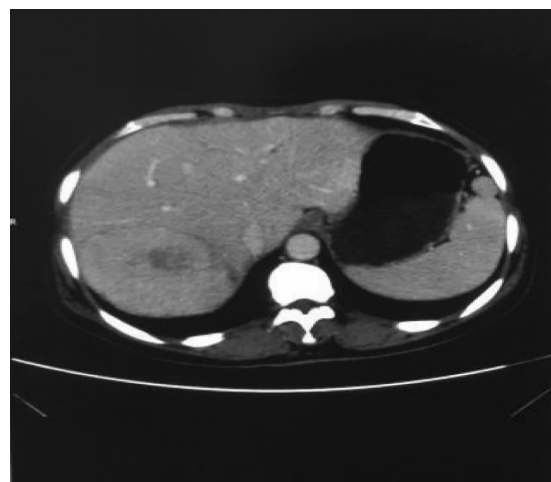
The preoperative CT image of the patient
